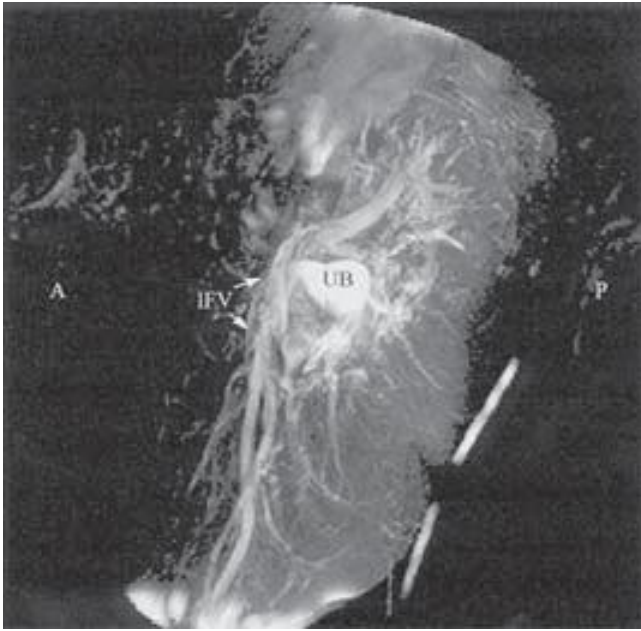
Anatomía pertinente para el bloqueo tres en uno de la MRI T2 ponderada sagital. (A, anterior; P, posterior; IFV, vena femoral izquierda; UB, vejiga urinaria.)
